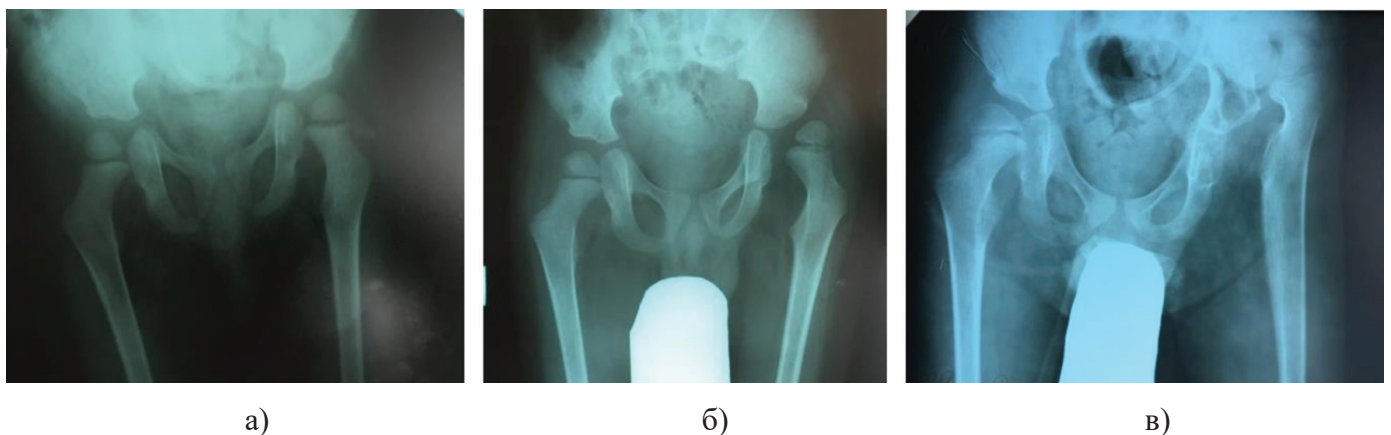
Фото рентгенограм кульшових суглобів хворого Д. IV клінічної групи – рівень ураження L_1-L_2 : а) рентгенограма хворого у віці 2 років 8 місяців, індекс міграції Реймерса складає справа – 0,16, зліва – 0,16, кут Віберга: справа – $17,65^\circ$, зліва – $21,3^\circ$; б) рентгенограма у віці 4 років: індекс міграції J. Reimers справа – 0,3, зліва – 0,67; кут Віберга: справа – $12,7^\circ$, зліва – $-12,6^\circ$; в) рентгенограма хворого у віці 7 років: індекс міграції J. Reimers справа – 0,53, зліва – 1,17; кут Віберга: справа – $-2,7^\circ$, зліва – $-138,1^\circ$.
